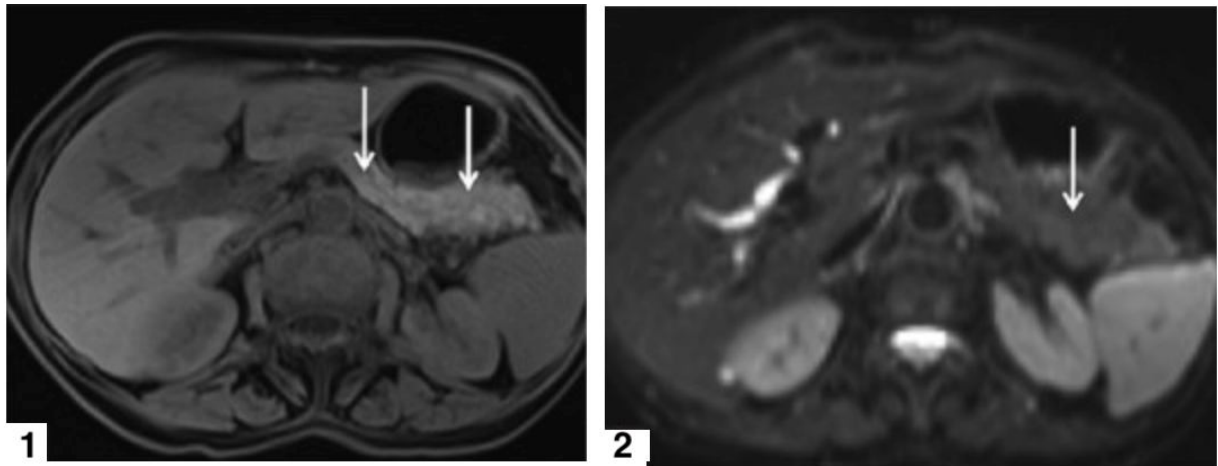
IRM abdominale (coupes axiales) chez un sujet normal
